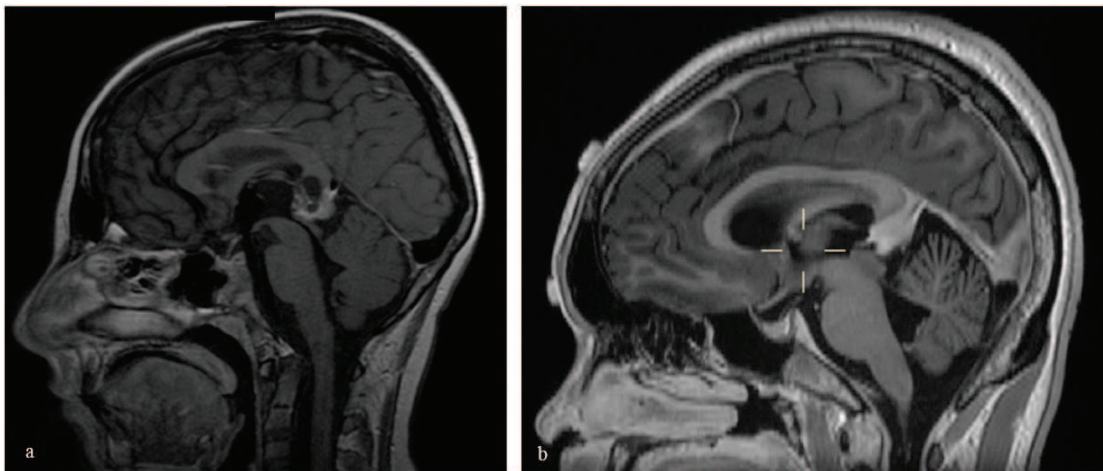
IRM cérébrale en séquence T1 avec injection de produit de contraste réalisée en post chimiothérapie de tumeurs germinales montrant un résidu tératomateux (a) et une image non tumorale évoquant une fibrose (b).
